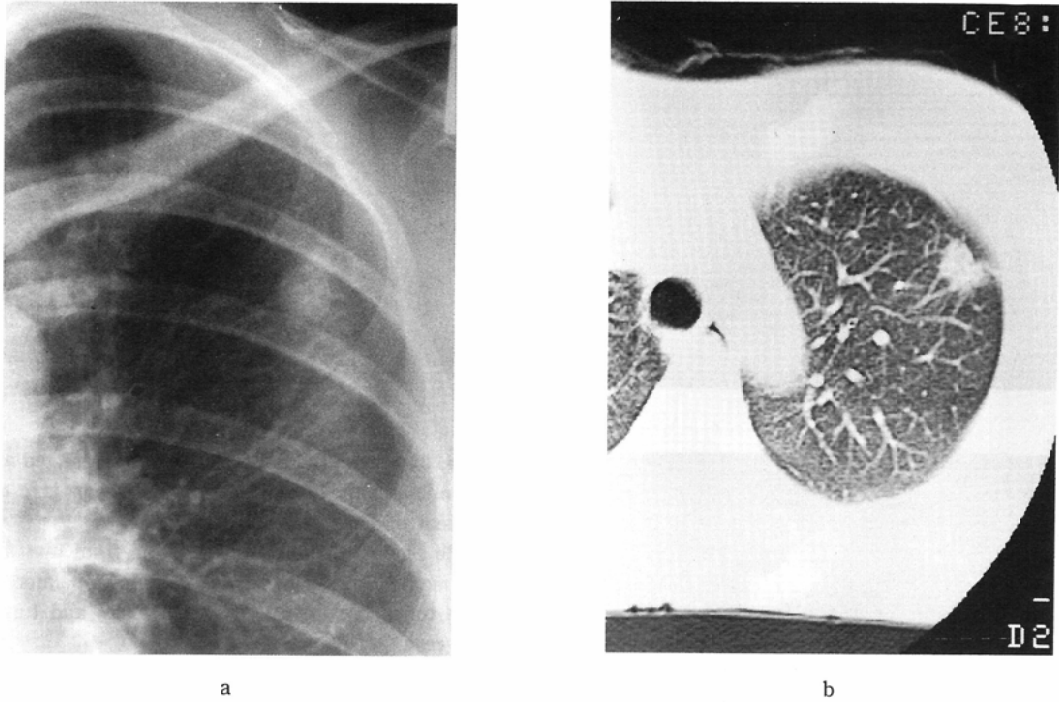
Preoperative posteroanterior chest radiograph (a) and 10-mm thick CT image (b).
